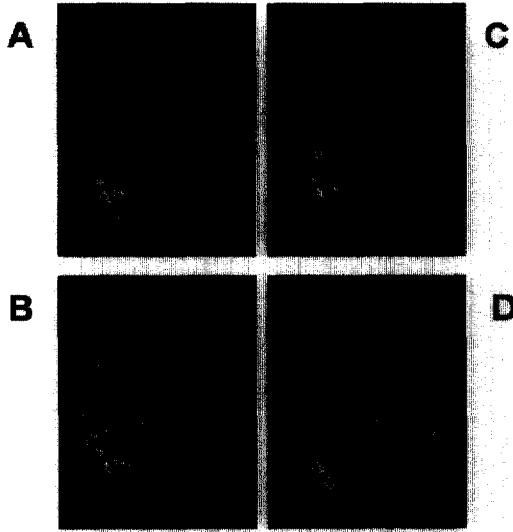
Brain surface rendering functional MR images of the various tasks.
